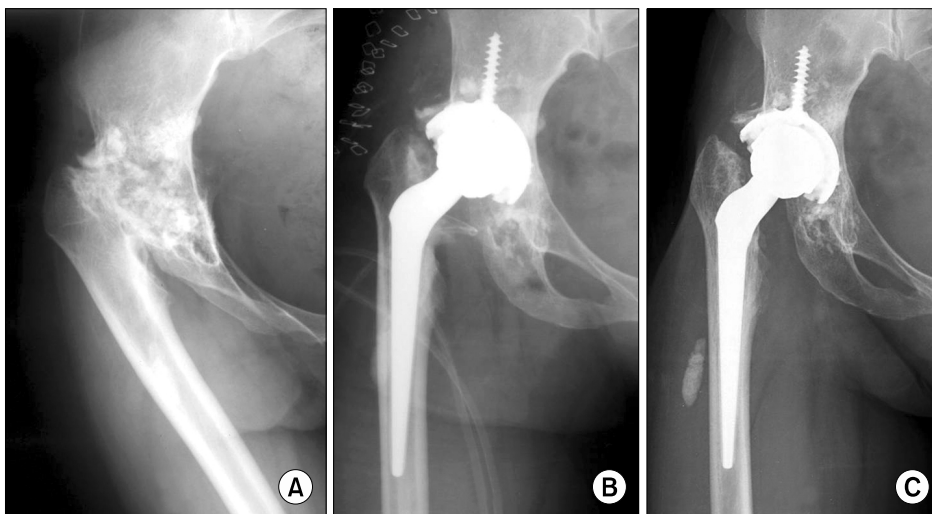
(A) Preoperative radiograph of 53 year old woman shows complete disruption of joint space with a high-riding greater trochanter, a dysplastic acetabulum, and a small femoral canal. (B) Anteroposterior radiograph immediately after a cementless total hip arthroplasty using Cone prosthesis is showed. (C) Anteroposterior radiograph at 8 years and 4 months postoperatively shows no evidence of radiolucent line or subsidence.
